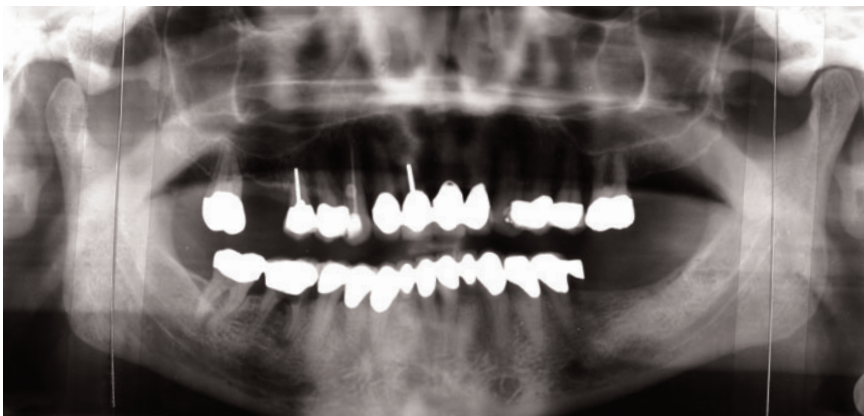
Orthopantomogramm der Ausgangssituation. Auffällig ist die Freiendsituation im linken Unterkiefer. Die hergestellte Teilprothese wurde nicht akzeptiert
